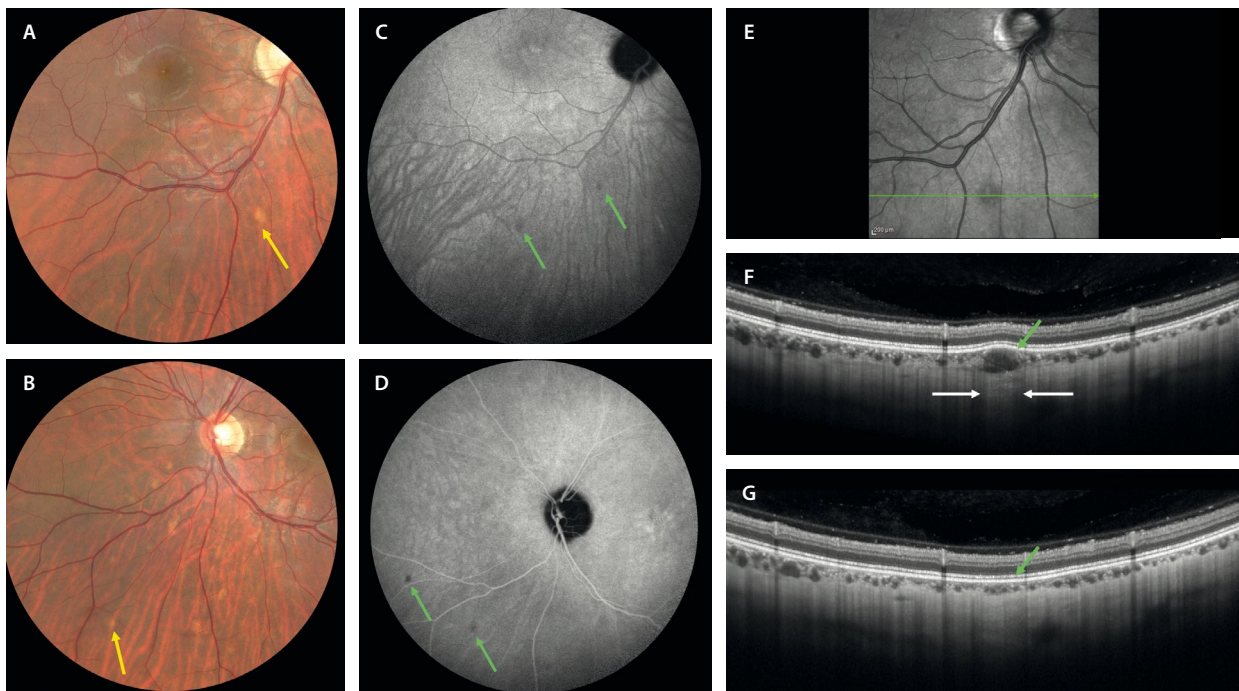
Granulomas sarcoides. A y B) Las retinografías muestran lesiones nodulares amarillo-anaranjadas de pequeño tamaño y profundas (flecha amarilla). C y D) En la angiografía con verde de indocianina se ven como lesiones hipocianescentes desde tiempos precoces (flechas verdes), siendo más evidentes en tiempos tardíos tras el lavado del colorante. E) En la imagen cercana a la infrarroja, si protruyen mínimamente sobre el epitelio pigmentario de la retina, se pueden ver hiporreflectivos. F) La tomografía de coherencia óptica permite ver estructuras redondeadas-ovoideas hiporreflectivas en la coroides interna, normalmente pequeñas y de espesor parcial (flecha verde), que producen típicamente una hipertransmisión de la señal posterior (delimitada por flechas blancas). G) Tras el tratamiento con corticoide sistémico, el granuloma se resuelve (flecha verde), mientras los casos coroides circundantes permanecen iguales.
